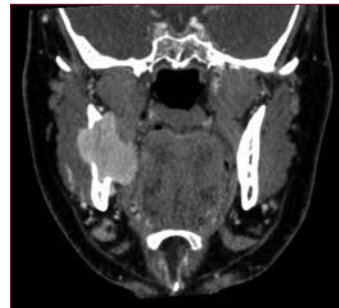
TC cranial. Lesió a la branca horitzontal mandibular dreta amb un intens realçament homogeni amb contrast intravenós.
